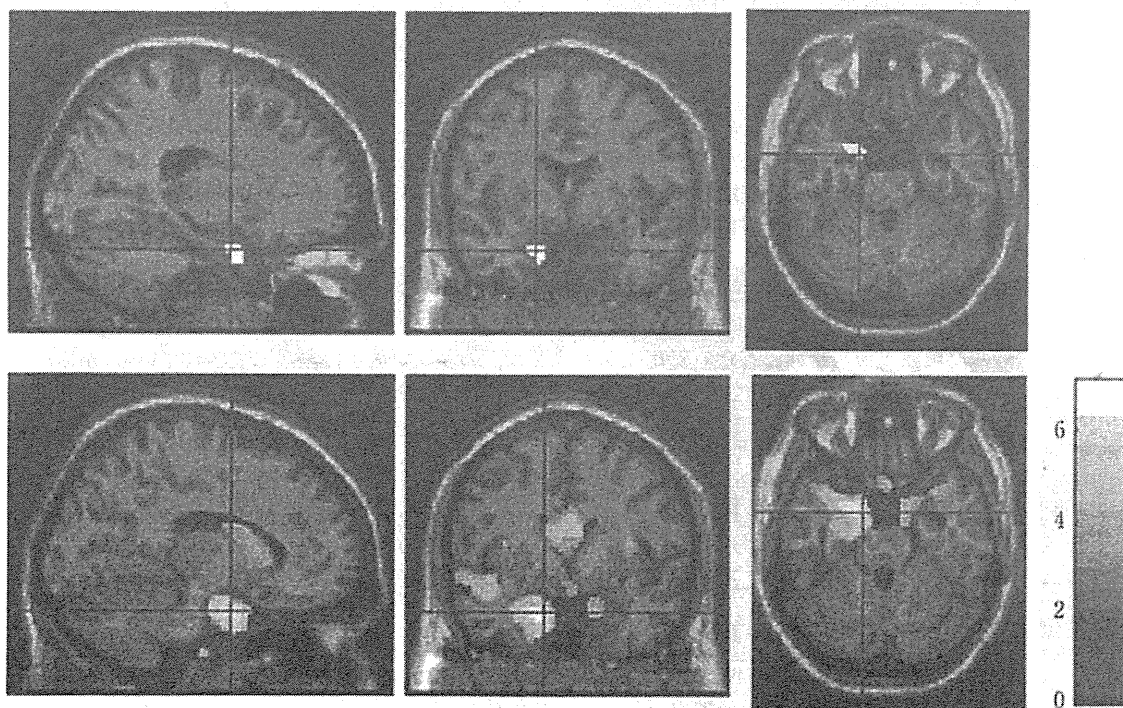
CTから抽出した皮質画像を用いて, アルツハイマー病患者と健常者群で群間比較を行った結果
